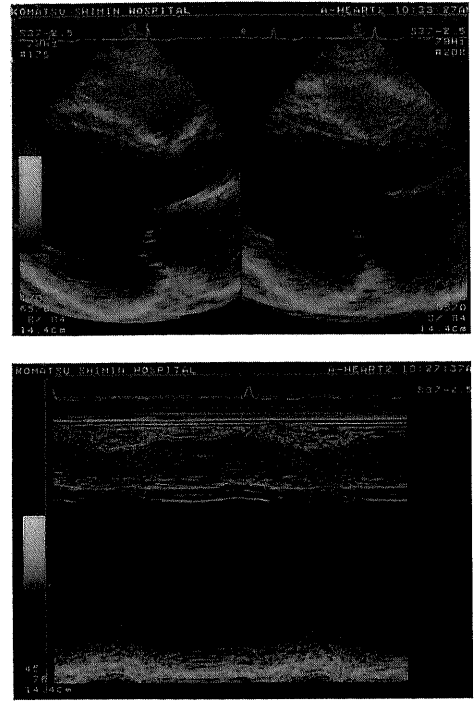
Chest roentgenogram (A) and ultrasonic echocardiograms (B) of the patient No.2. Ultrasonic echocardiograms demonstrate left ventricular dilatation and severe systolic dysfunction (ejection fraction 8%).
